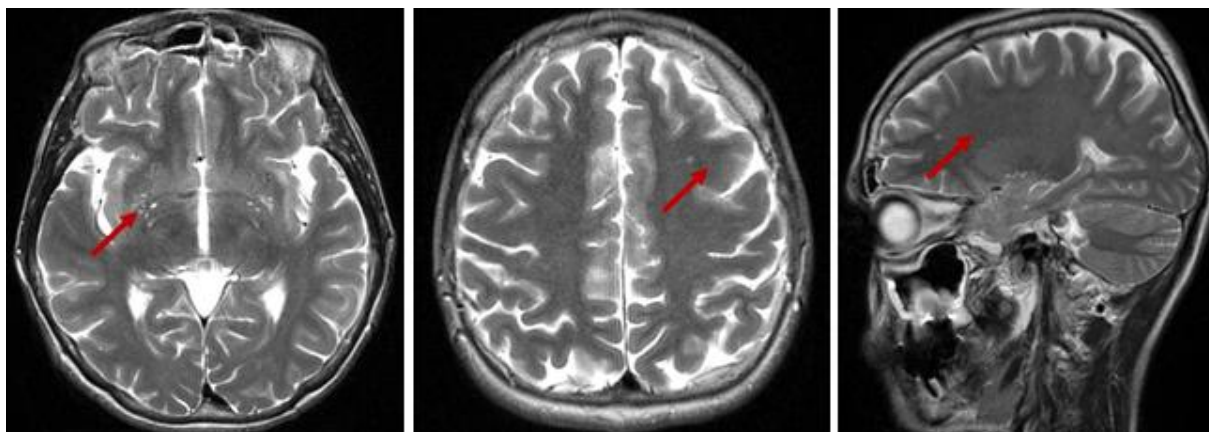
IRM cerebral. Focare de glioză localizate periventricular, frontal și parietal bilateral. Leucoaraioză periventriculară.
